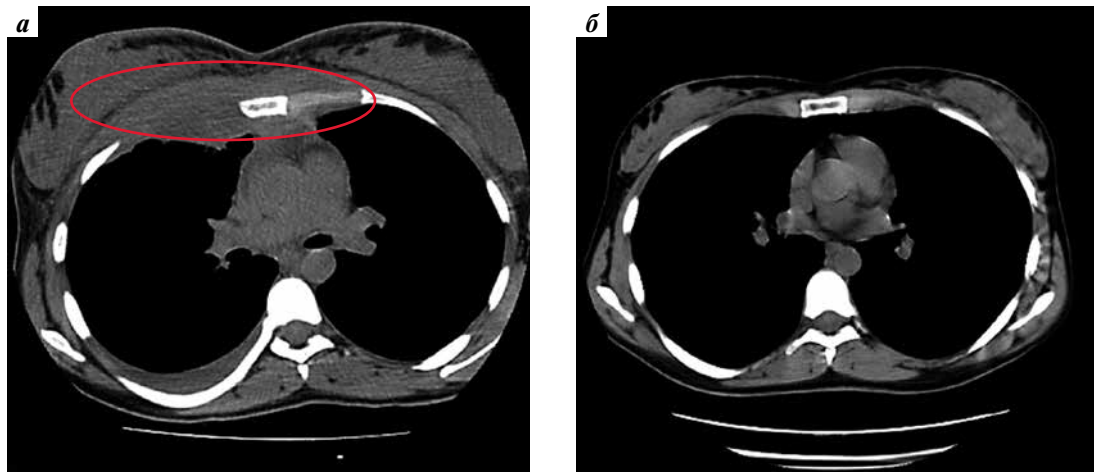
Вовлечение мягких тканей до (а) и после (б) лечения пациентки с первичной медиастинальной В-крупноклеточной лимфомой при отсутствии вовлечения передневерхнего средостения (компьютерная томография)
